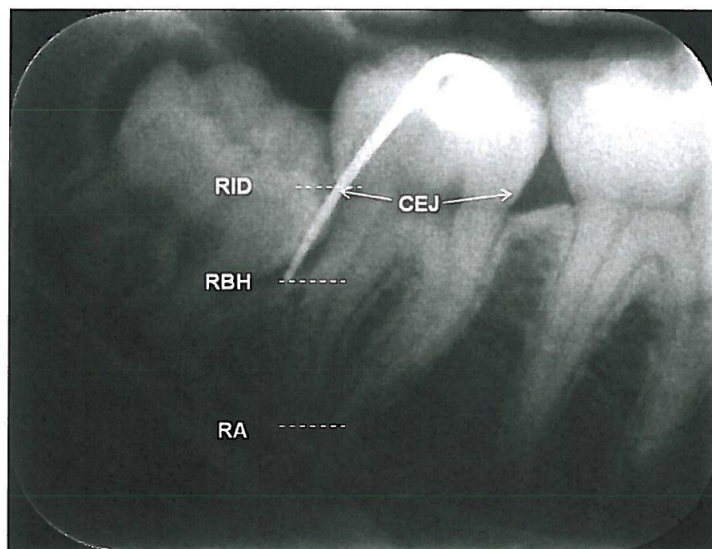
Periapical radiograph obtained using a specific and modified radiographic technique^{20,21} indicating anatomic reference points used to measure linear radiographic distances before impacted third molar extraction. *CEJ*, cementoenamel junction; *RA*, radiographic apex of the distal root of the second molar; *RBH*, radiographic bone height; *RID*, radiographic infrabony defect.
